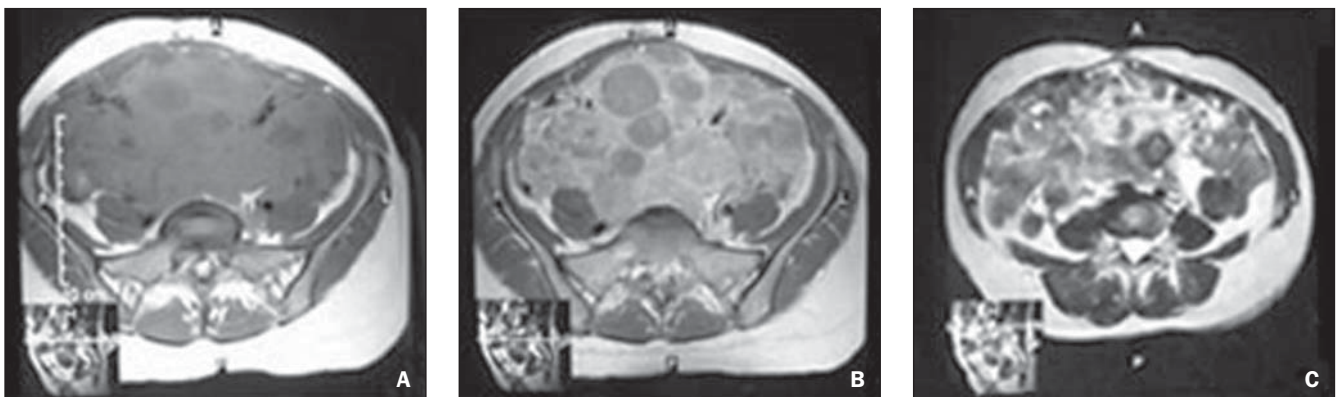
Ressonância magnética. As lesões apresentam sinal isoíntenso em relação ao músculo na imagem ponderada em T1 sem contraste (A), com realce homogêneo após o contraste (B). Observam-se áreas de hipossinal no centro das lesões. Na imagem ponderada em T2 (C) as lesões apresentam sinal heterogêneo, com predomínio de áreas com hipersinal.
